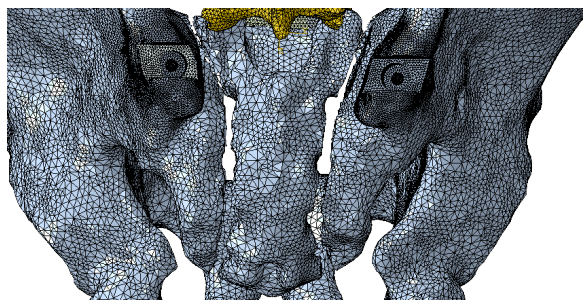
3D rekonstrukce CT snímků anonymního pacienta. Zdroj: Klinika zobrazovacích metod FN Plzeň.
